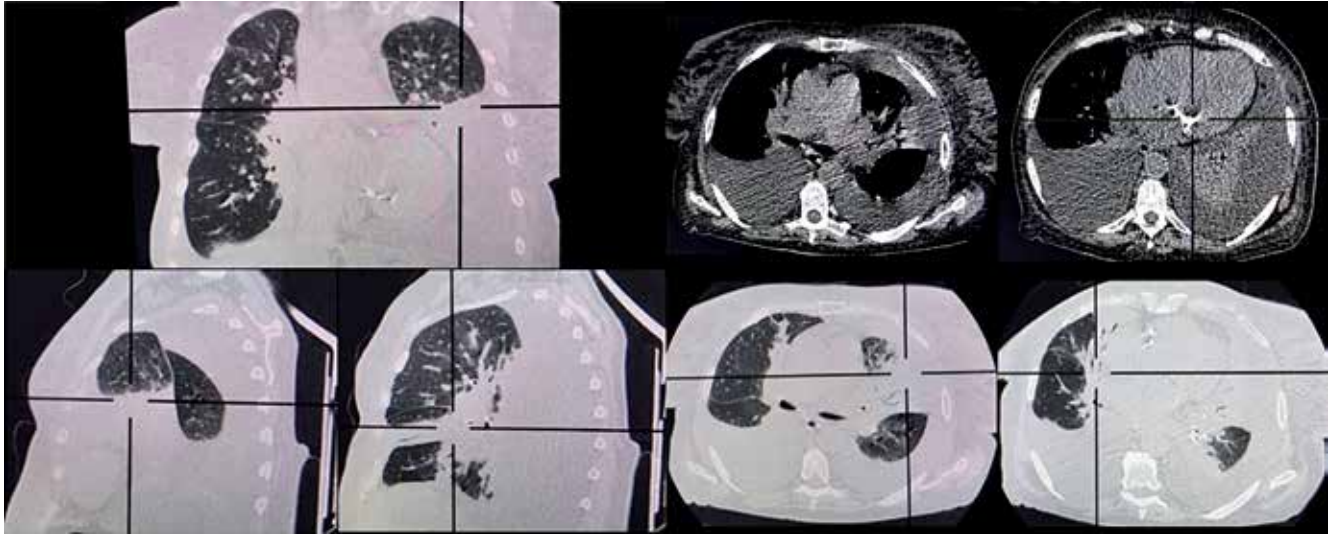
КТ ОГК (начало декабря 2020г).
